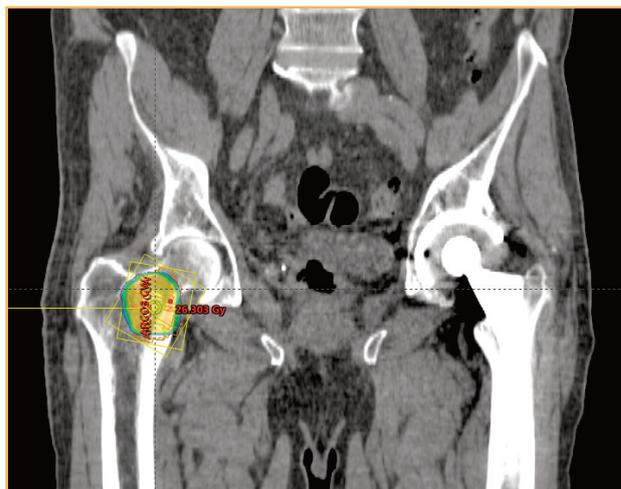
Imagen de TC en corte coronal y vista anterior donde se observa la dosis recibida en dicha lesión.
